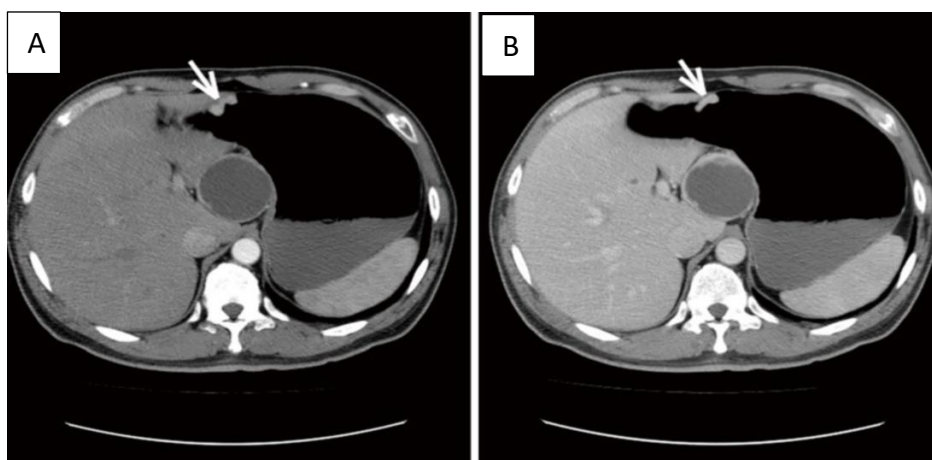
(A,B) A imagem representativa da tomografia computadorizada do g-NET. Homem, 46 anos, com diagnóstico de tumor neuroendócrino gástrico (G1). A TC abdominal aprimorada mostrou lesão na parede anterior do corpo gástrico (setas brancas), com margem clara e realce significativo. Retirado de: YAN, 2019.
